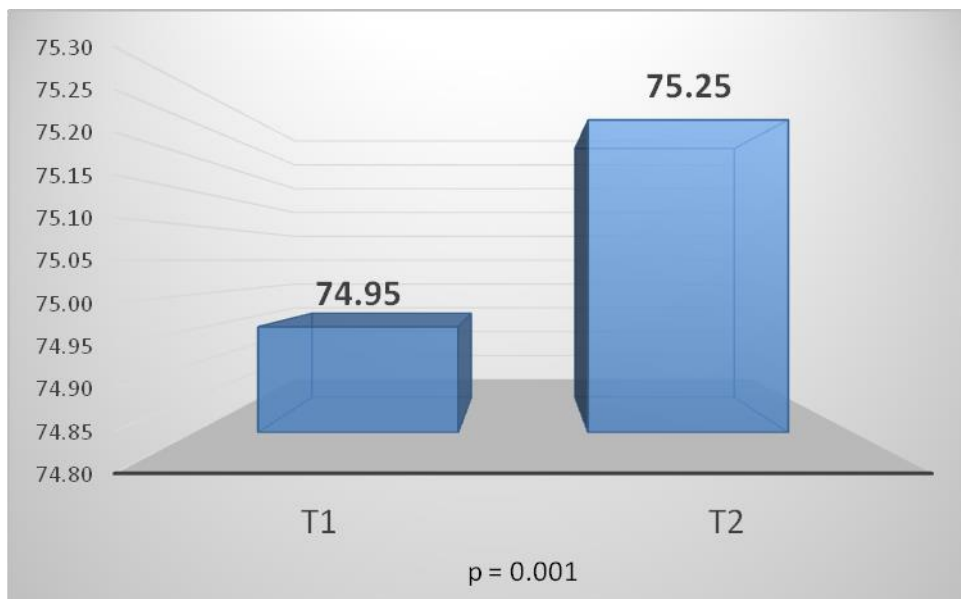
Comparación de los cambios en la tomografía axial computarizada de la posición de la cabeza del tornillo a basión antes del tratamiento (Tiempo 1) y después del tratamiento (Tiempo 2).
